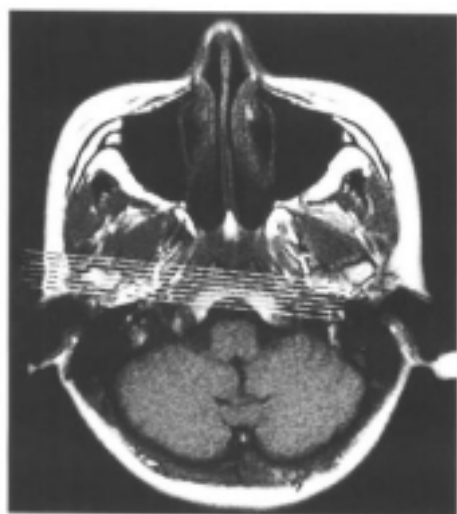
颞下颌关节冠状面 MRI 定位图
